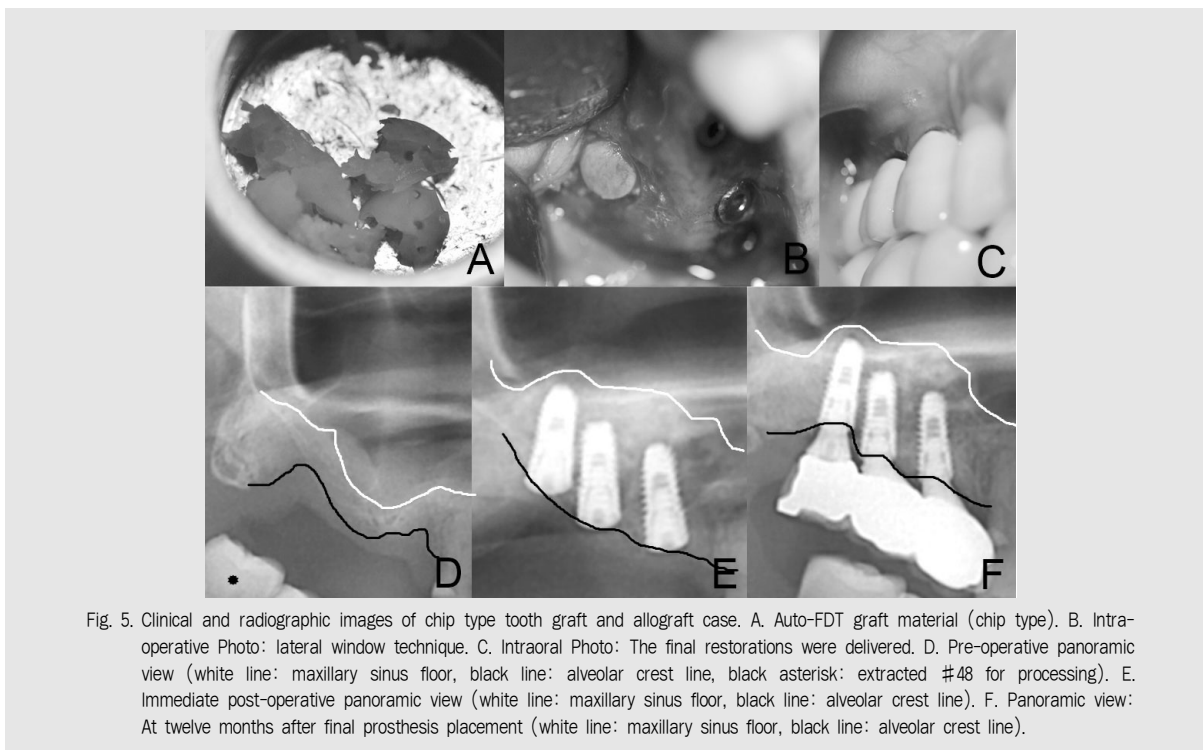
Clinical and radiographic images of chip type tooth graft and allograft case. A. Auto-FDT graft material (chip type). B. Intraoperative Photo: lateral window technique. C. Intraoral Photo: The final restorations were delivered. D. Pre-operative panoramic view (white line: maxillary sinus floor, black line: alveolar crest line, black asterisk: extracted #48 for processing). E. Immediate post-operative panoramic view (white line: maxillary sinus floor, black line: alveolar crest line). F. Panoramic view: At twelve months after final prosthesis placement (white line: maxillary sinus floor, black line: alveolar crest line).
